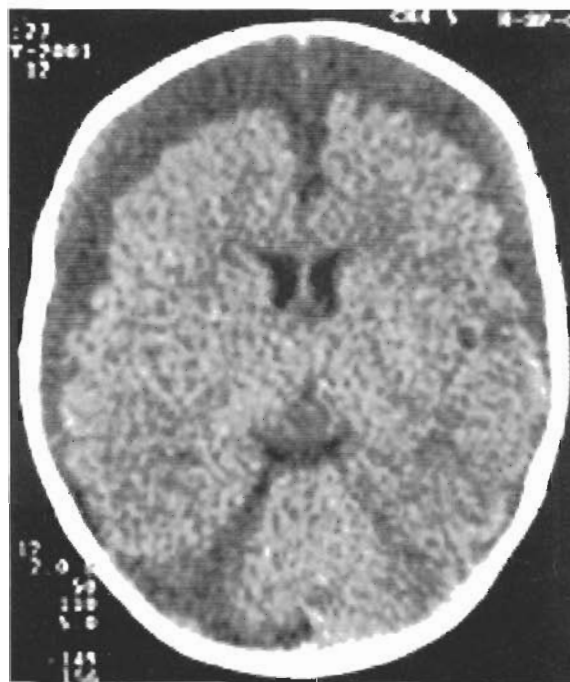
TC-CE (partes moles) – hematoma subdural bi-fronto-parietal.
